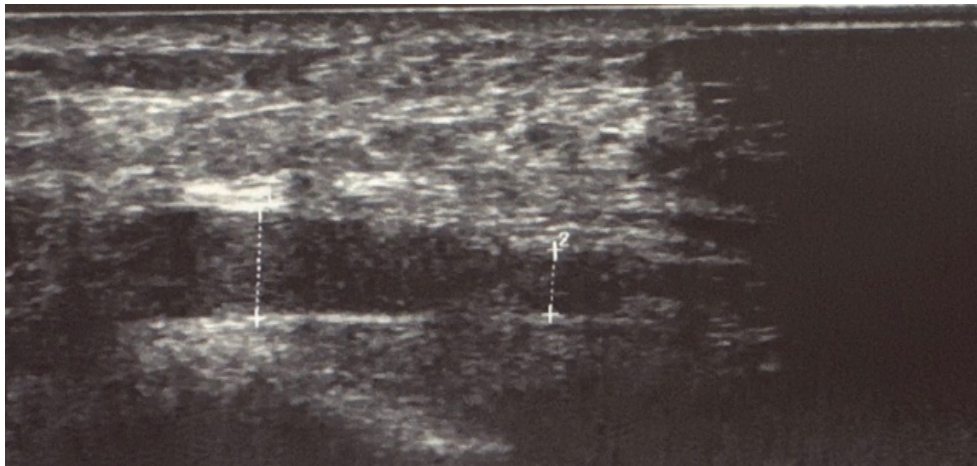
УЗИ-картина при кубитальном туннельном синдроме. Утолщенный локтевой нерв при продольном сканировании со сниженной высотой в дистальном сегменте канала и отеко-воспалительными изменениями проксимальнее места сдавления
